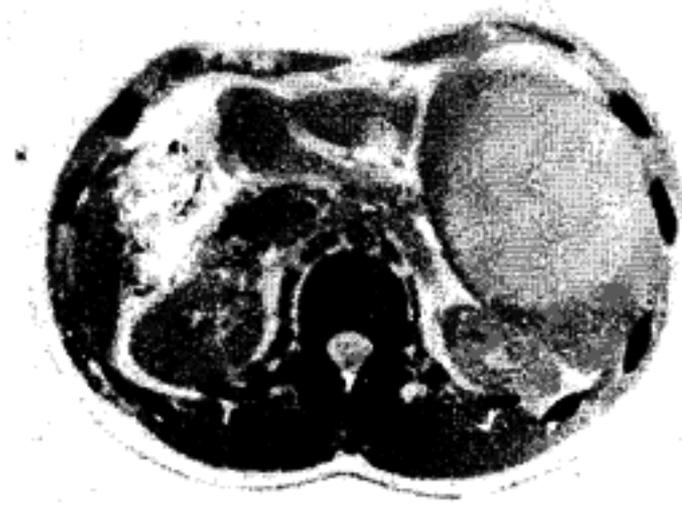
Спленомегалія. Фрагмент комп'ютерної томограми.
